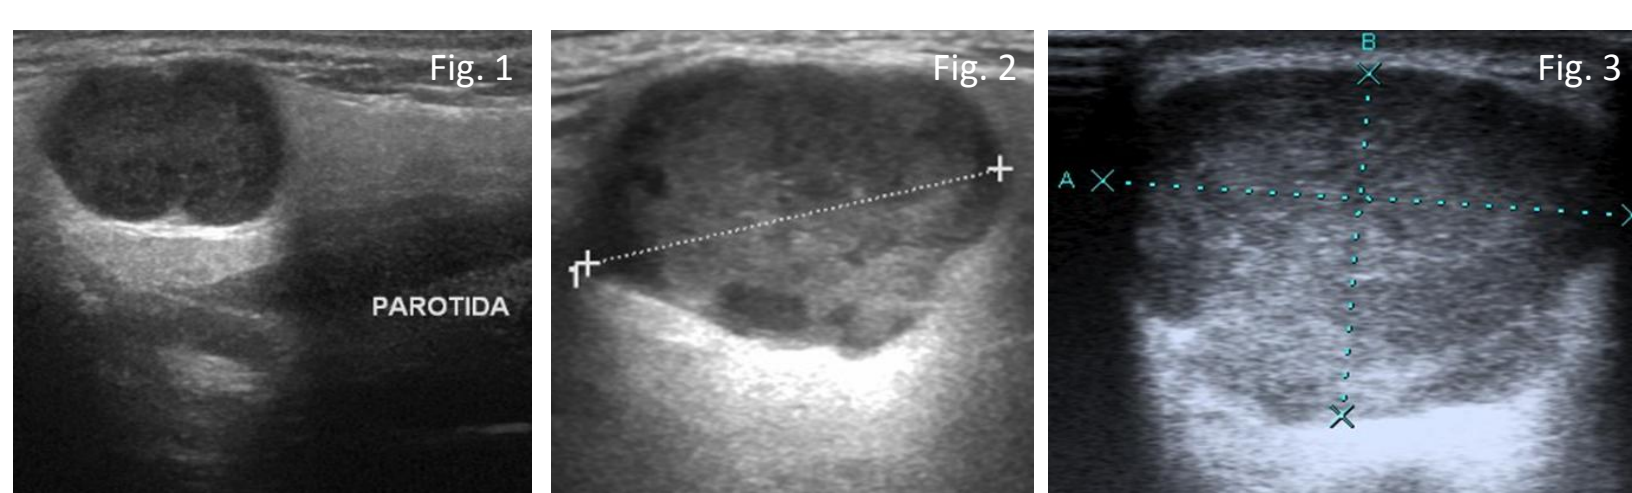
Ecografia de adenoma pleomórfico da parótida em 3 doentes diferentes, com tamanho e heterogeneidade crescentes de 1 para 3
